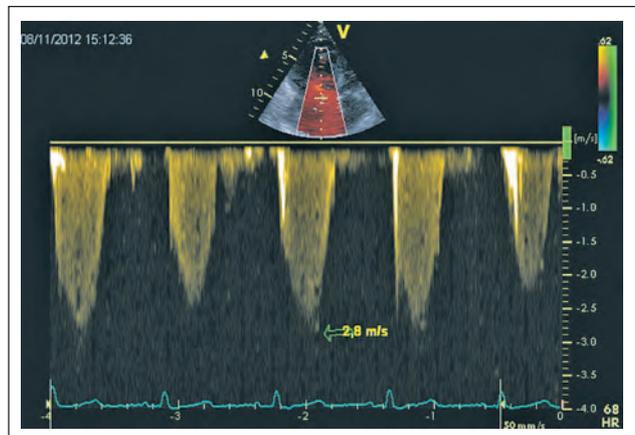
CW-Doppler der Trikuspidalinsuffizienz. Anhand der Geschwindigkeit errechnet sich ein systolischer pulmonalarterieller Druck von 40–45 mmHg.
